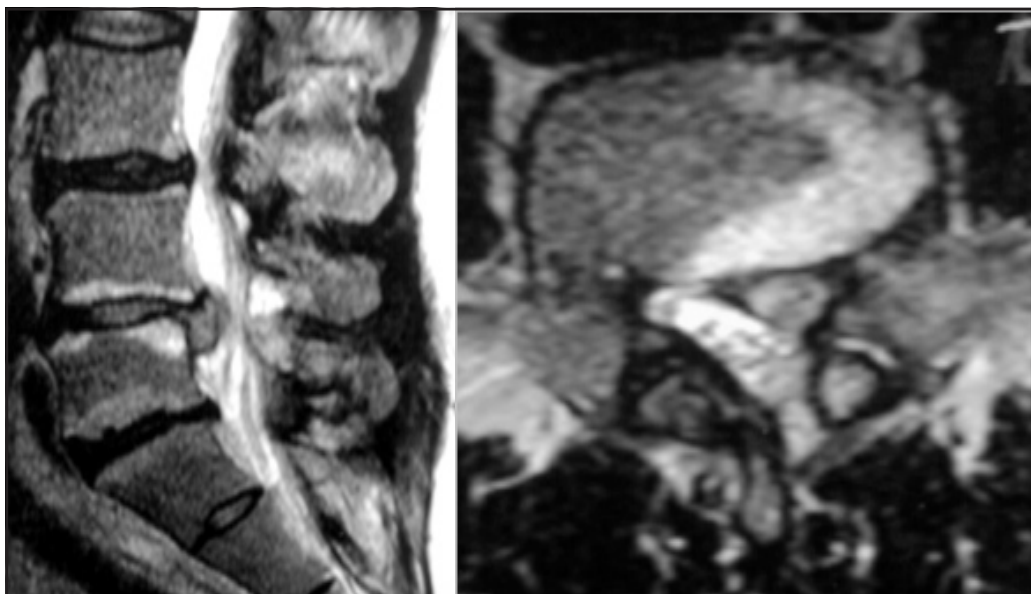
IRM con gadolinio: a los 2 meses post cirugía, observándose la recidiva de hernia discal con cambios inflamatorios periféricos.
